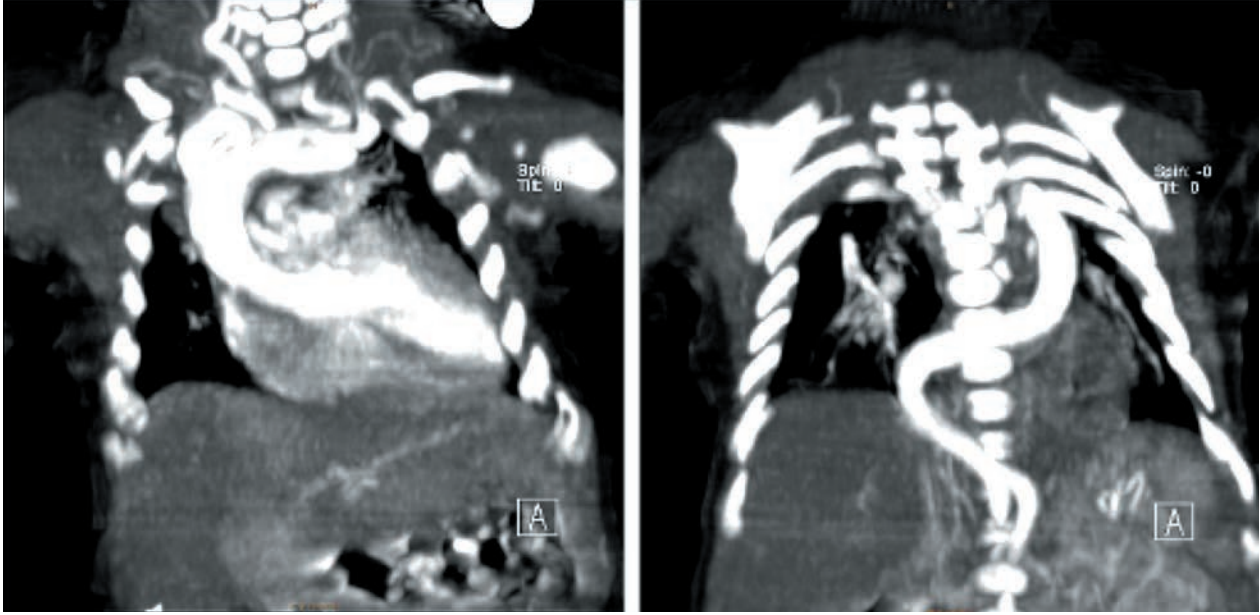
TC torácico cortes coronales, 13 días de vida. Aorta con trayecto redundante.
